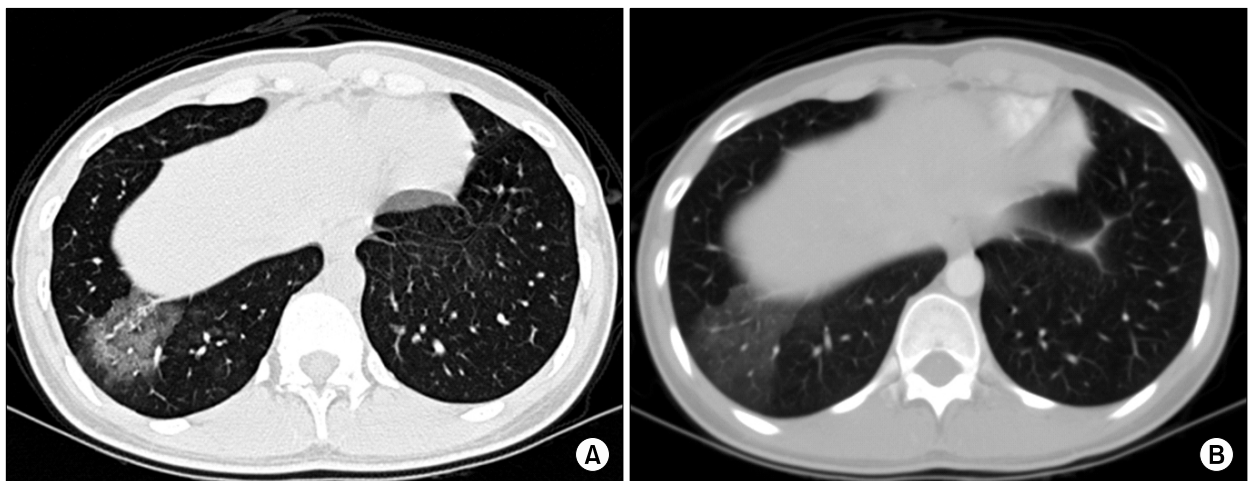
A chest HRCT image obtained during the patient's menstrual period shows consolidation and ground glass opacity at the lateral and posterior basal segment of right lower lobe (A). 2 months later, the other chest CT image shows aggravation of consolidation and ground glass opacity at the same segments (B).
